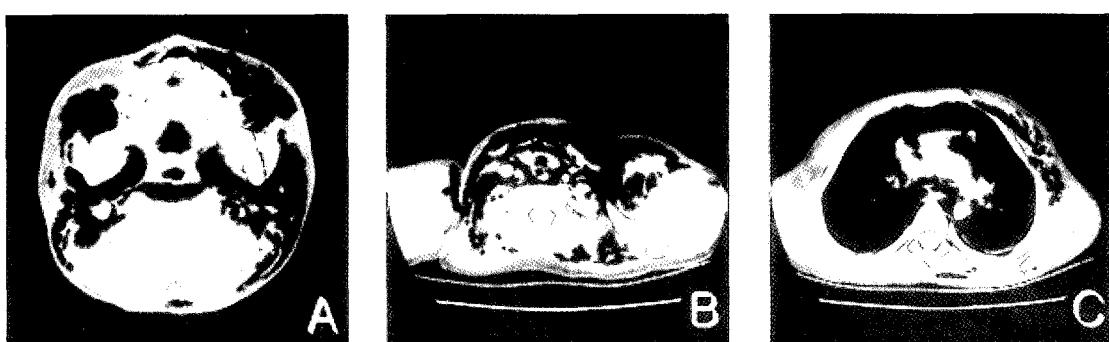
A) Facial(CT) scan at the level of the lower portions of the maxilla(axial view) – bilateral subcutaneous emphysema with extension of air posteroinferiorly around the masseter muscle into the parapharyngeal space, and then into the retropharyngeal space. B) Chest CT at the level of the thyroid gland(axial view) – there is air in subcutaneous, visceral, carotid, and anterior cervical spaces bilaterally. C) Chest CT at the level of the carina – there is air in mediastinum, mainly around anterior mediastinum and aorta posteriorly.
